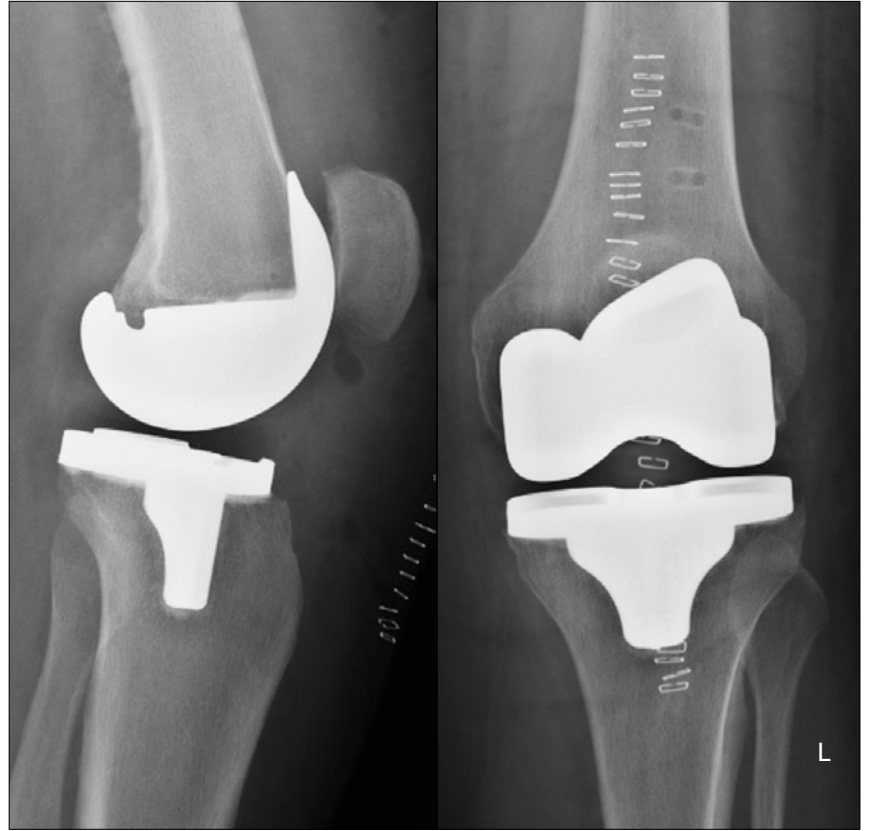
Postoperative x-rays in a moderate varus knee
